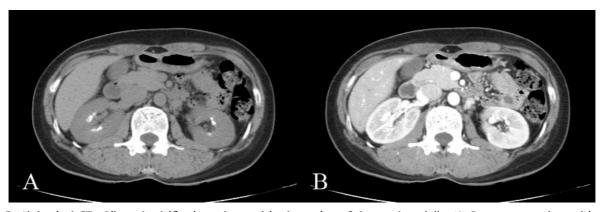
Abdominal CT: Bilateral calcifications clustered in the region of the renal medulla. (A) Pre-contrast enhanced image, (B) Contrast enhanced image.
